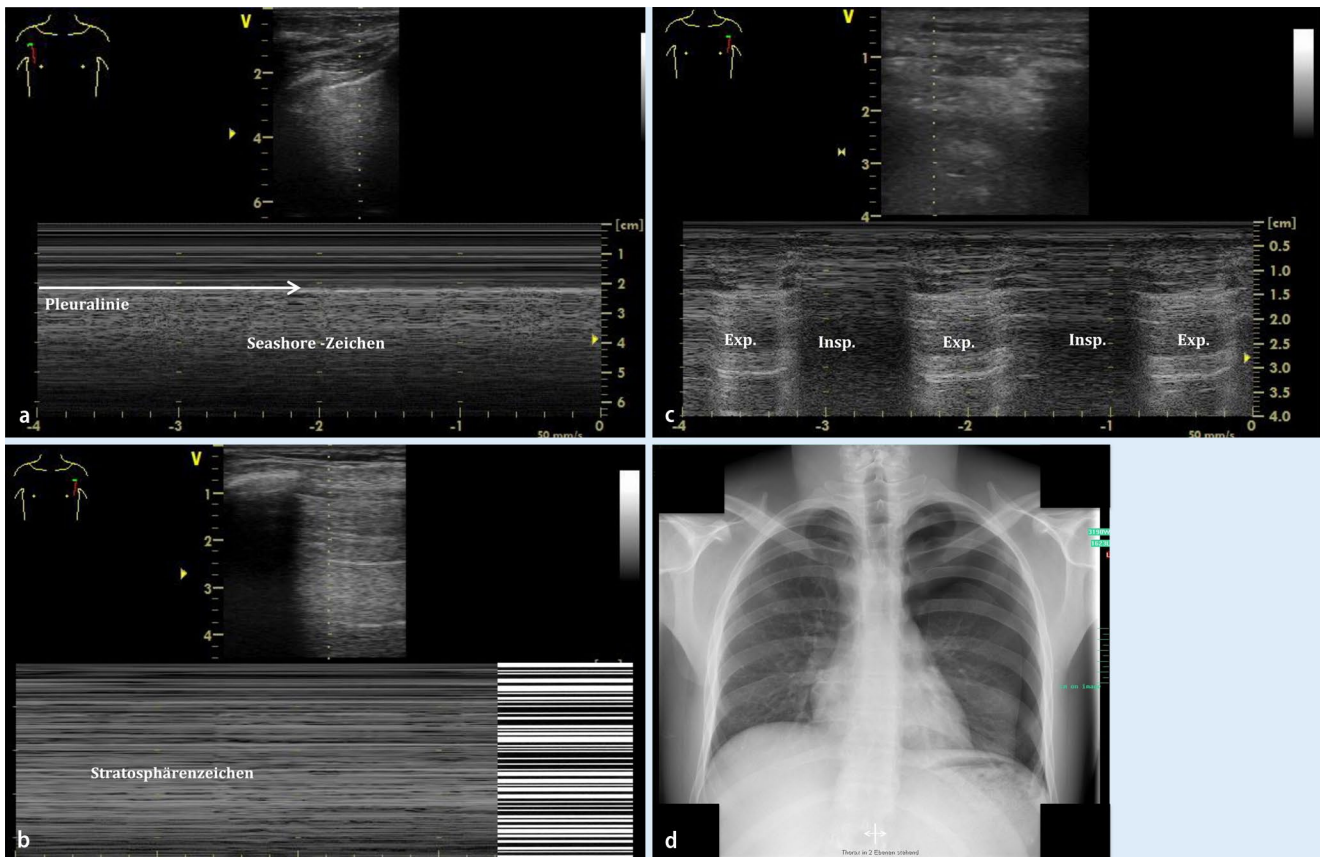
▲ Lungensonographie bei akuter Dyspnoe, Befunde zu Fall 2. a B- und M-Mode der rechten Lunge, exemplarisch für alle untersuchten Quadranten. b B- und M-Mode der linken Lunge, exemplarisch für den lateralen unteren Quadranten. c B- und M-Mode der linken Lunge, lateraler unterer Quadrant, vordere Axillarlinie, Wechsel zwischen Stratosphärenzeichen in der Expiration und Seashore-Zeichen in der Inspiration. d Röntgen-Thorax-Bild im Stehen, a.p.-Projektion
